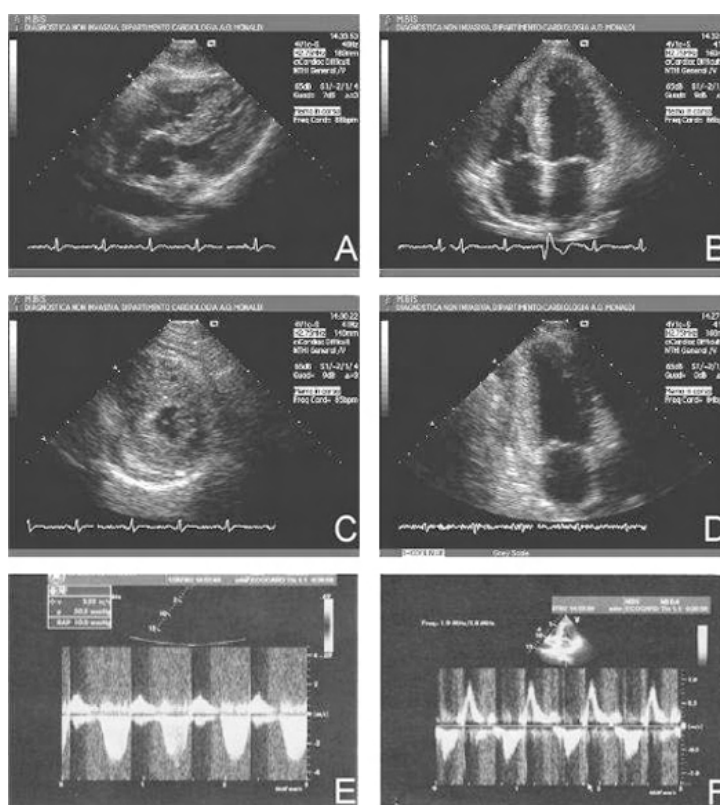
Esame ecocardiografico. Proiezioni subxifoidea asse lungo parasternale (A), 4 camere apicale (B), asse corto parasternale (C) e 2 camere apicale (D). Si notino l'ipertrofia (1.6 cm) e il "disarray" del setto interventricolare e il ventricolo destro dilatato ed ipertrofico; versamento pericardico di lieve entità. E: flussimetria Doppler transtricuspidalica con pressione polmonare stimata di 55 mmHg; F: flussimetria Doppler transmitralica di tipo restrittivo.
